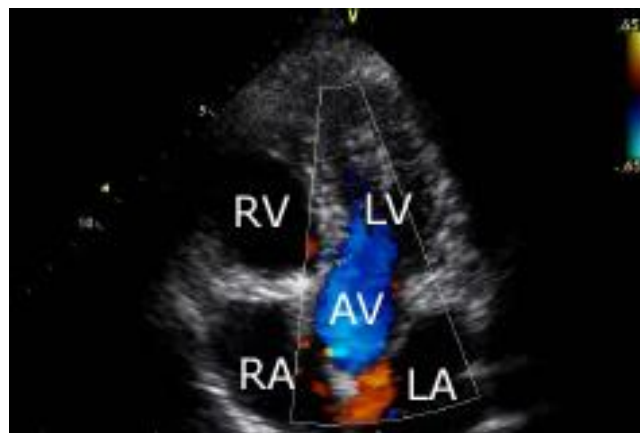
Farbcodierte Visualisierung des Doppler Effekts;
